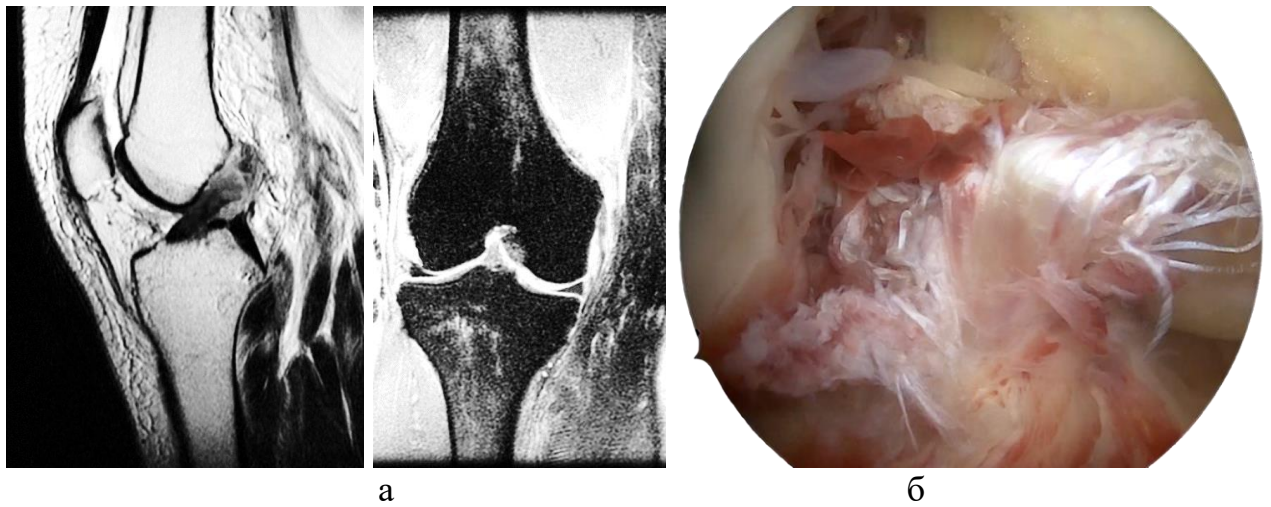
Пациентка С.: а – МРТ коленного сустава, б – артроскопическая картина культи ПКС
